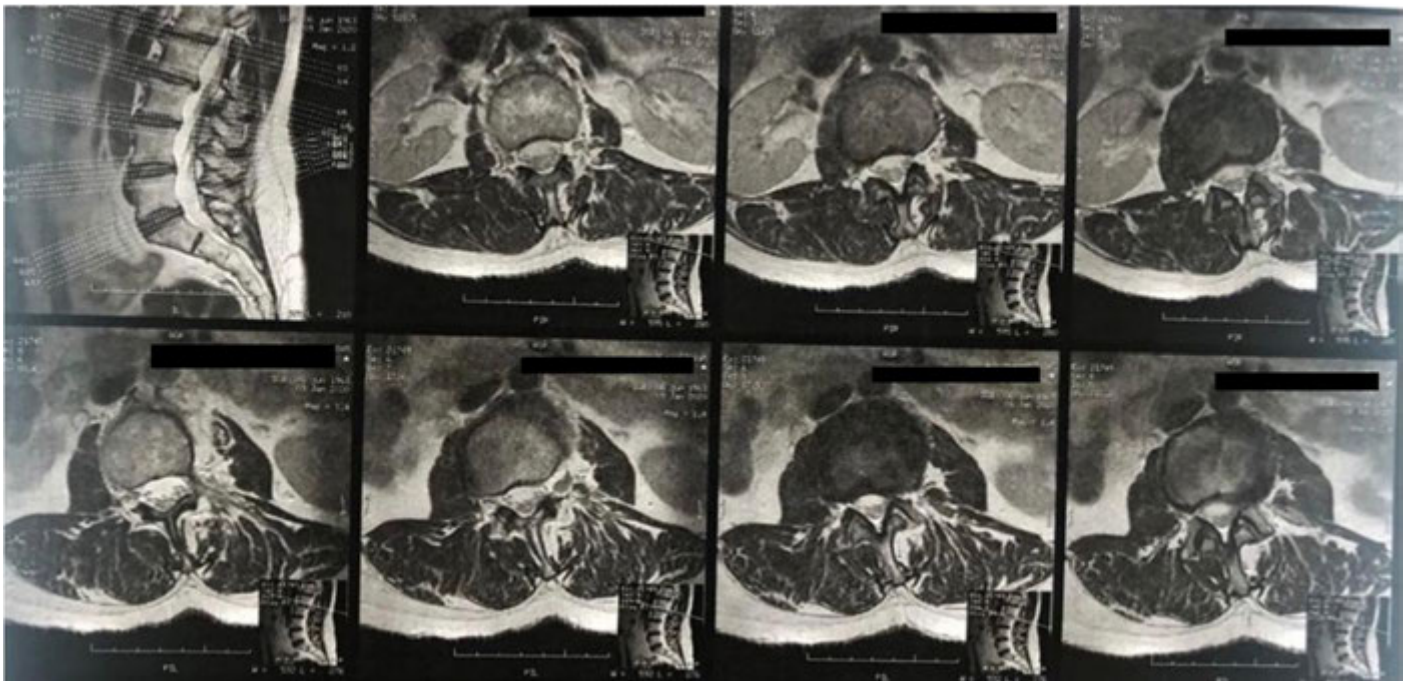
Ressonância magnética de coluna lombossacra pré-operatória.
